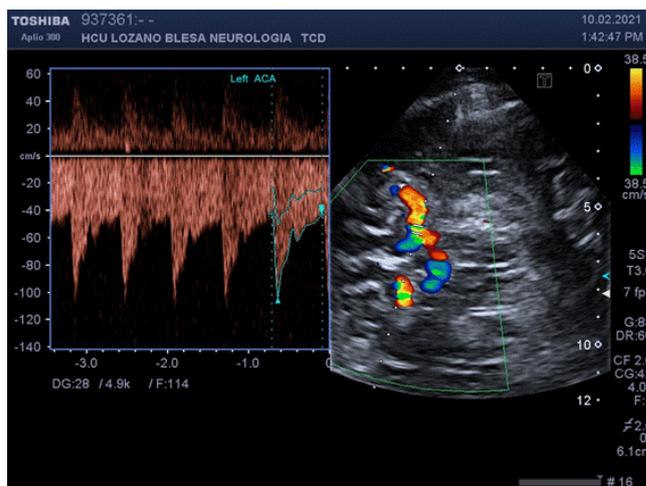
Doppler transcranial que muestra incremento de velocidades de flujo en la arteria cerebral anterior.
